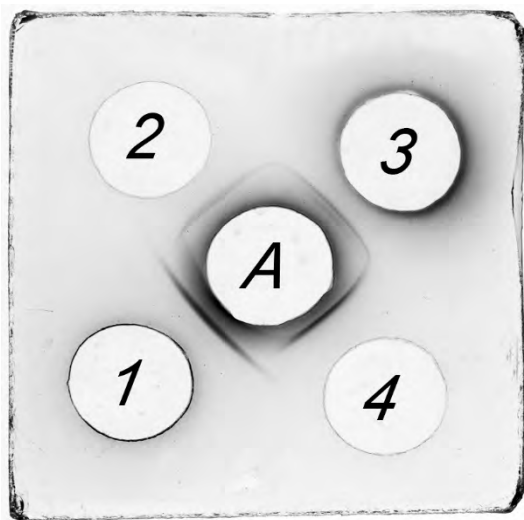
Двойная радиальная иммунодиффузия в агаре по Оухтерлони. Лунка В – антипсориазная сыворотка. Лунка 1 – субстрат, полученный из клеточных структур псориазных сквамозных элементов пепсиновым гидролизом. Лунка 2 – пепсиновый гидролизат супернатантов гомогенатов эпидермиса, отторгаемого в области солнечного ожога у людей, не болеющих псориазом. Лунка 3 – пепсиновый гидролизат супернатантов гомогенатов эпидермиса, отторгаемого в области солнечного ожога у людей, не болеющих псориазом. Лунка 4 – пепсиновый гидролизат супернатантов гомогенатов псориазных сквамозных элементов.
